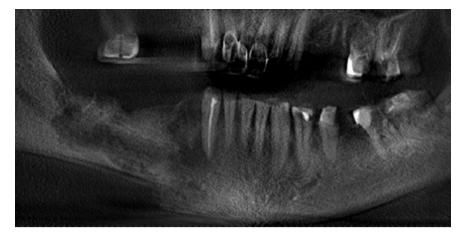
Ортопантомограмма пациента.
